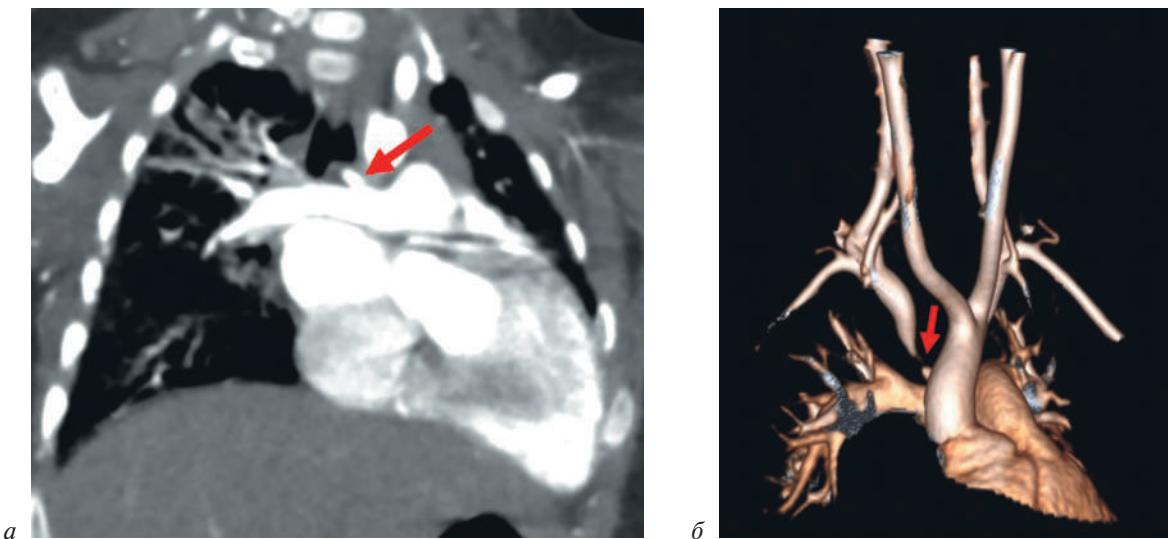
Результаты МСКТ:
